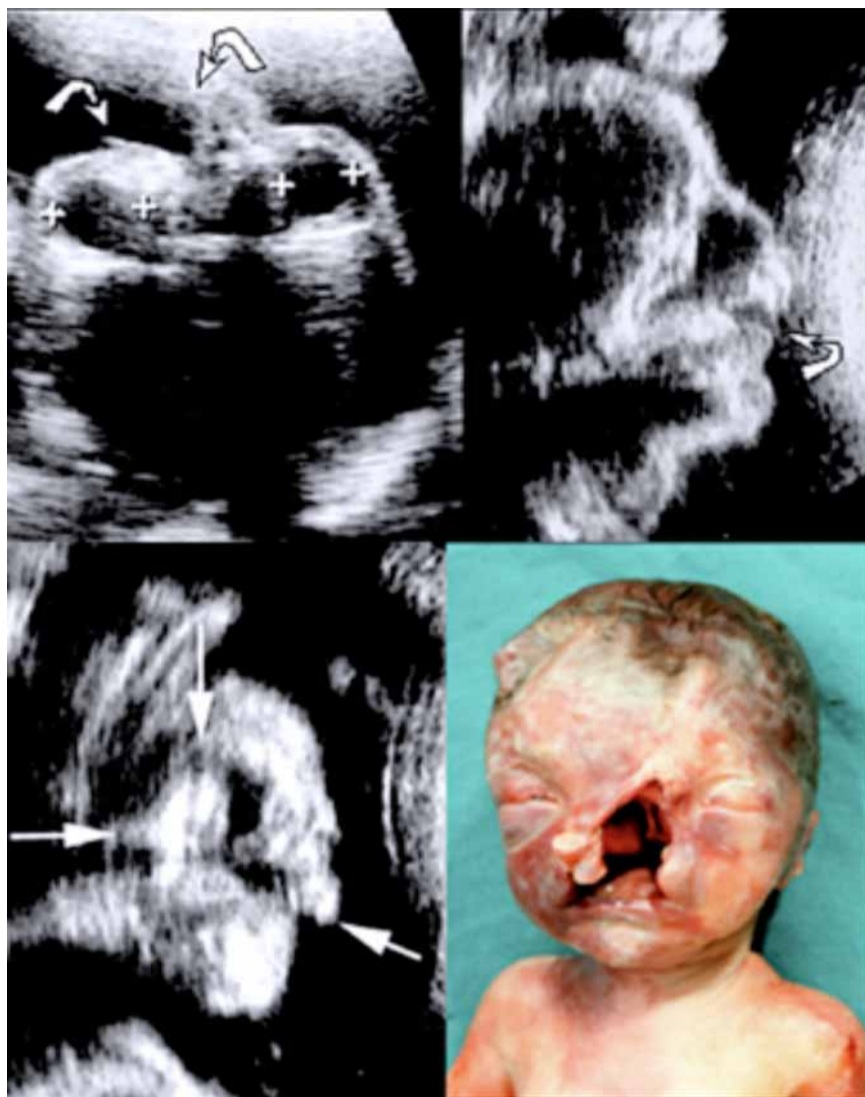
Schisi mediana della faccia. Sezione assiale e sagittale del volto (in alto). Sezione coronale e aspetto anatomico del volto (in basso). Evidente l'ipertelorismo (indicato dai calipers), la schisi mediana della faccia che interessa in toto il naso, il labbro superiore e schisi delle ali nasali (freccie curve e rette). Il quadro anatomico conferma le anomalie diagnosticate con ecografia.
